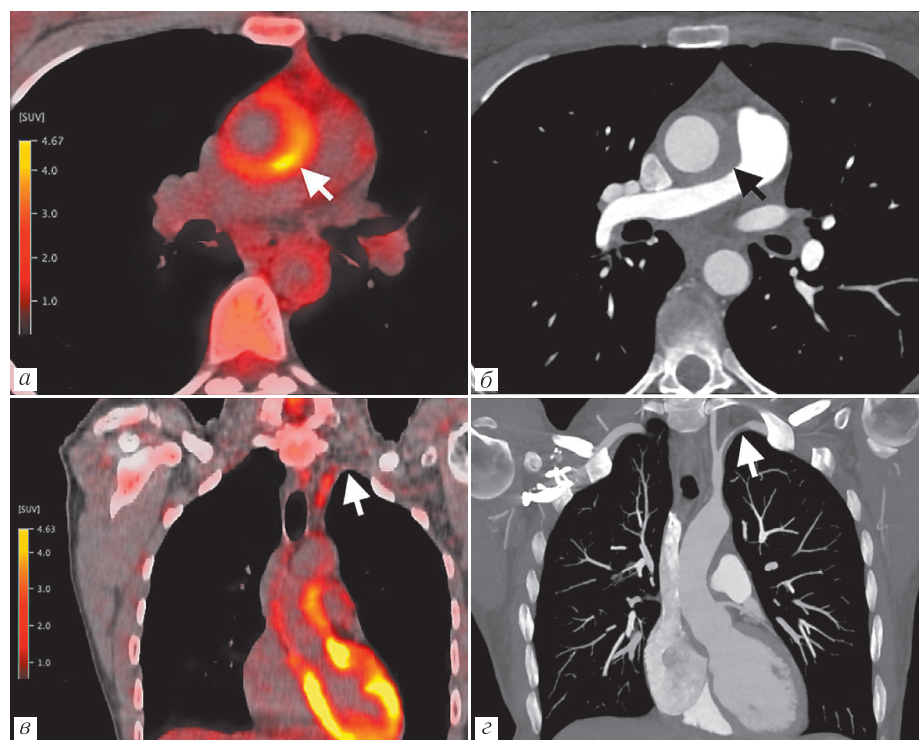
^{18}F -ФДГ ПЭТ-КТ и КТА 35-летней пациентки с длительным анамнезом НАТ: *а* — ПЭТ-КТ, аксиальный срез на уровне нисходящей аорты; *б* — КТА, венозная фаза, аксиальный срез на том же уровне; *в* — ПЭТ-КТ, корональный срез на уровне подключичных артерий; *г* — КТА, венозная фаза, аксиальный срез на том же уровне. Отмечается интенсивное поглощение РФП стенкой аорты (*а*, стрелка), соответствующее полуциркулярному утолщению стенки на КТ (*б*, стрелка), что свидетельствует об активности воспаления. При этом корональное изображение ПЭТ-КТ демонстрирует незначительное поглощение РФП левой подключичной артерией (*в*, стрелка), что соответствует значительному утолщению стенки и сужению просвета сосуда (*г*, стрелка) — признакам длительно текущего воспалительного процесса [11]
